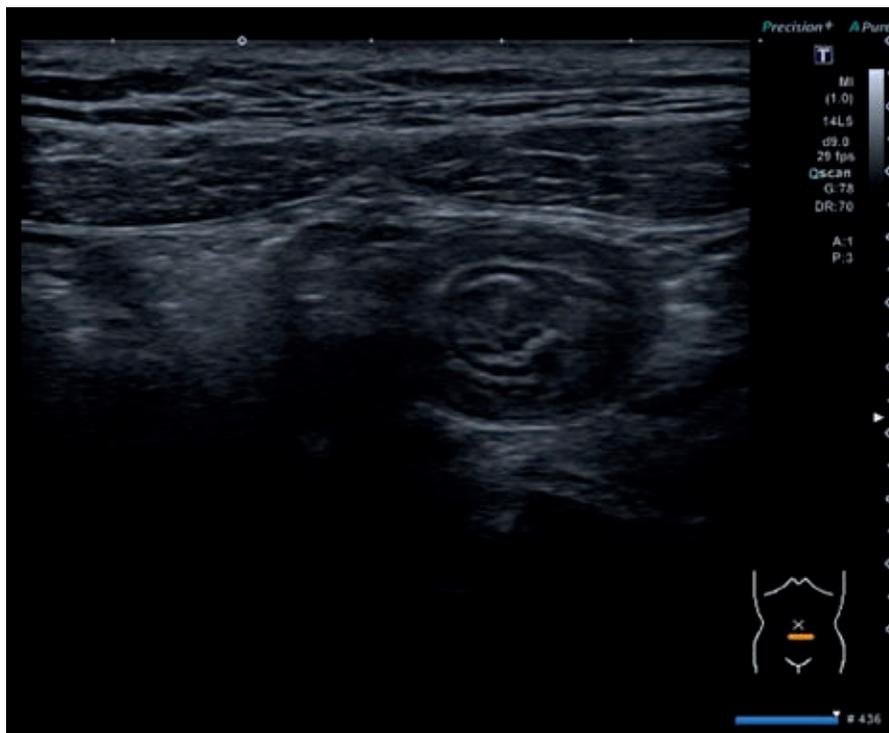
Ecografía de invaginación ileoileal
